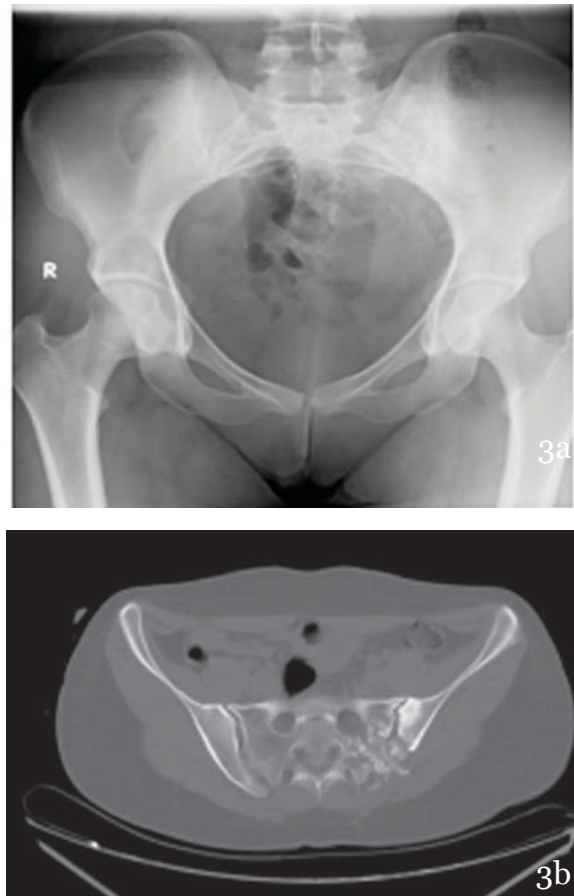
a. Plain pelvic radiograph at 11th months after surgery. b. Computerized tomography (CT) scans shows bone grafts are not yet completely reorganized in the left sacroiliac joint and sacrum at 11th months after surgery. There are erosive changes and sclerosis in the left sacroiliac joint.
